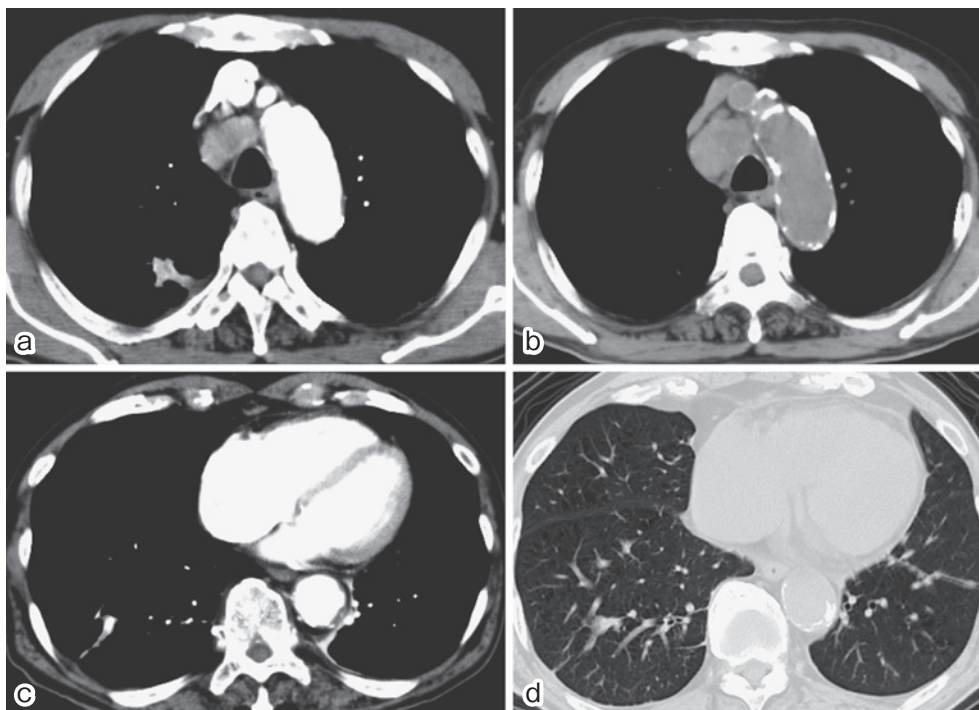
'10年6月(前医で肺炎で入院時)と'11年6月今回入院時の胸部CT
